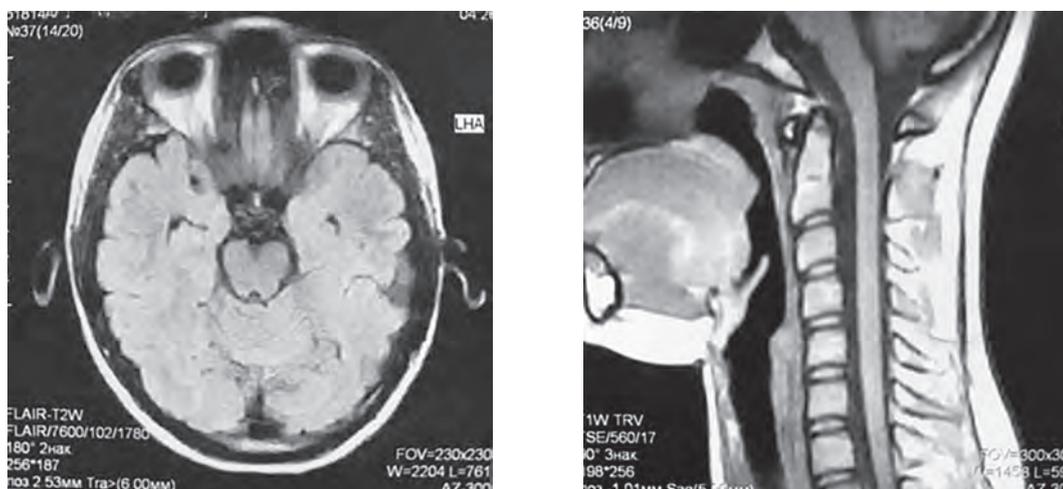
МРТ-исследование пациентки Я., 21 г.
